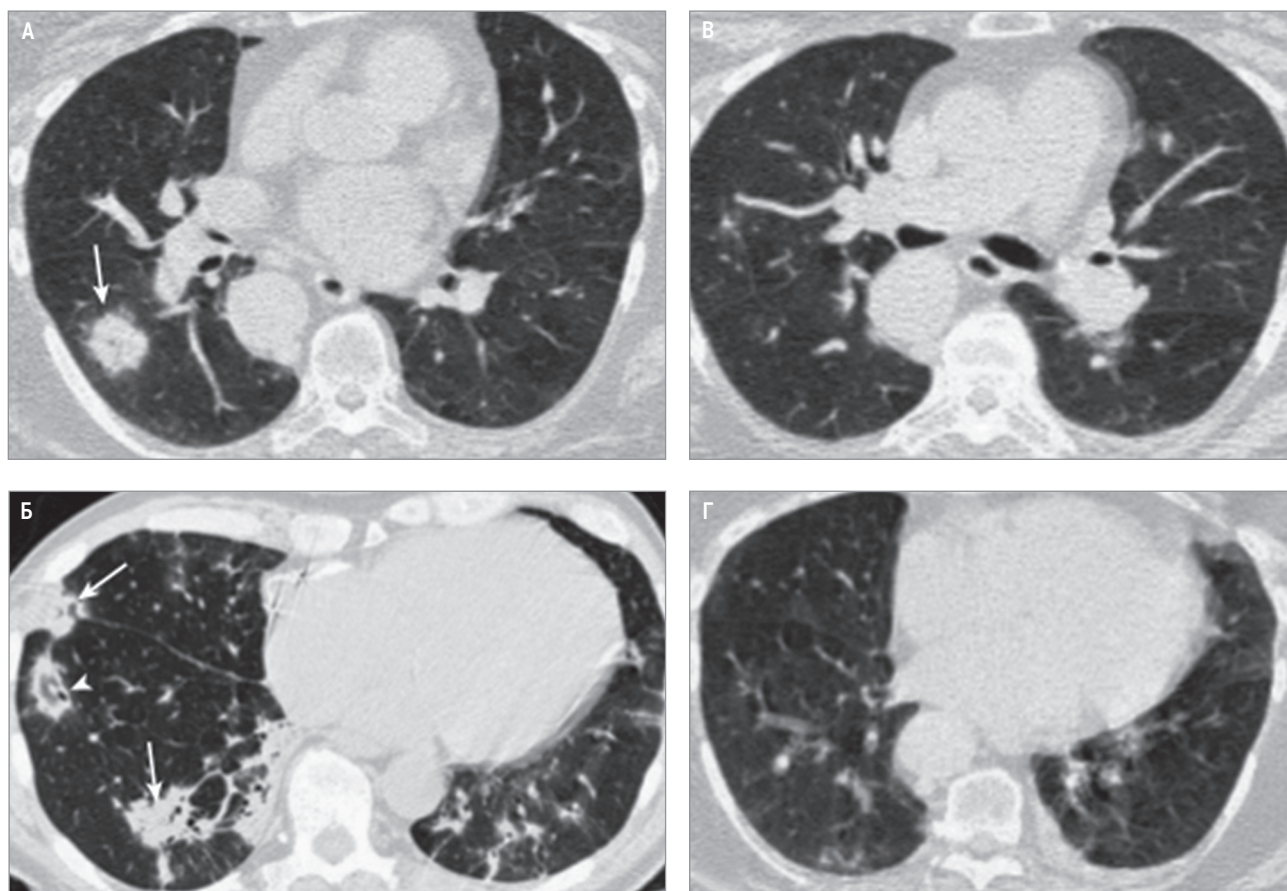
Легочная токсичность амиодарона, картина узловой организующей пневмонии; А, Б – правильные узелки в легких (стрелки); один узелок имеет вид «матового стекла», окруженный уплотнением (Б, конец стрелки) и характерный для организующей пневмонии; В, Г – почти полное разрешение узелков после отмены амиодарона и лечения глюкокортикостероидами. Компьютерная томография (по Dulohery M. et al., 2022 [55])
